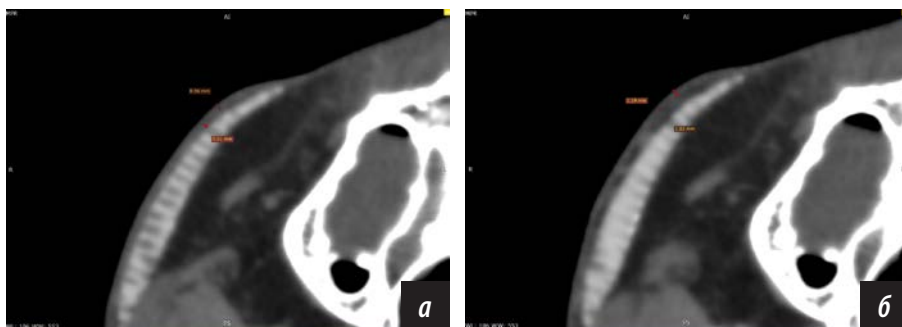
МСКТ мягкотканое окно, аксиальный срез толщиной 0,5 мм: а — до операции, толщина кожи 0,96 мм, ПЖК 0,51 мм; б — через 12 месяцев после операции, толщина кожи 1,19 мм, ПЖК 1,81 мм
